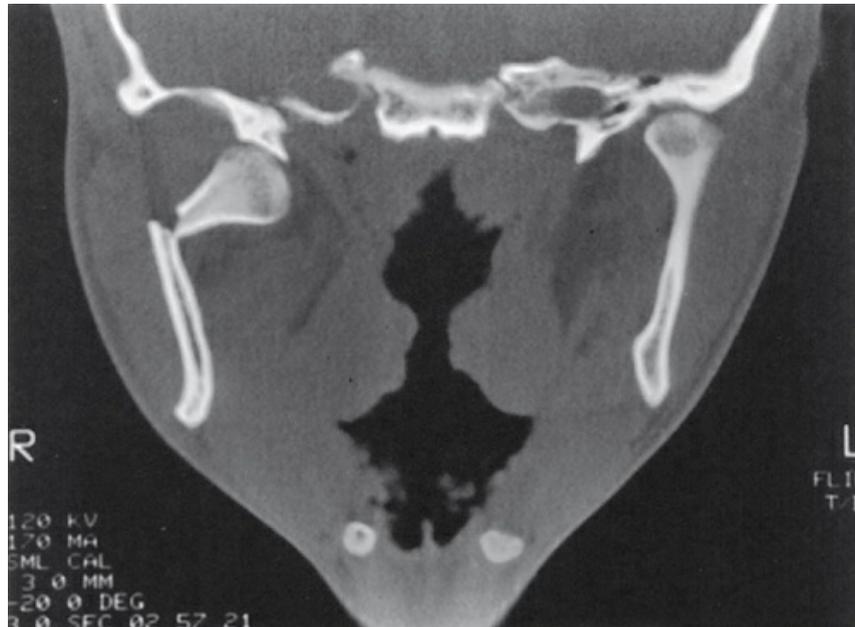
A TC é ideal para as fraturas condilares.
